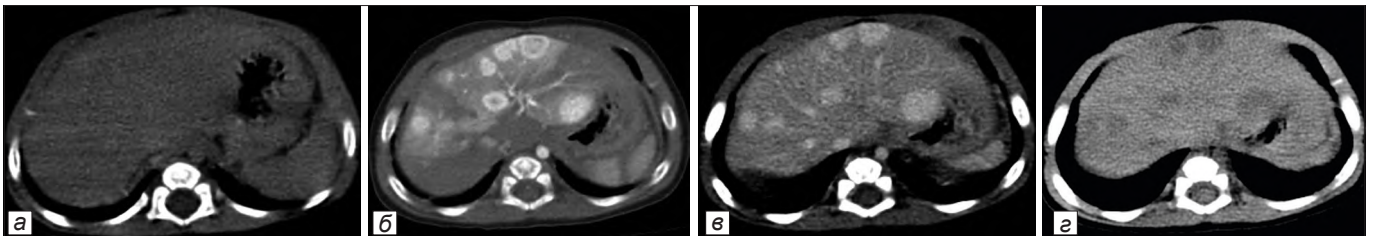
КТ пациента с мультифакальной гемангиомой печени:
